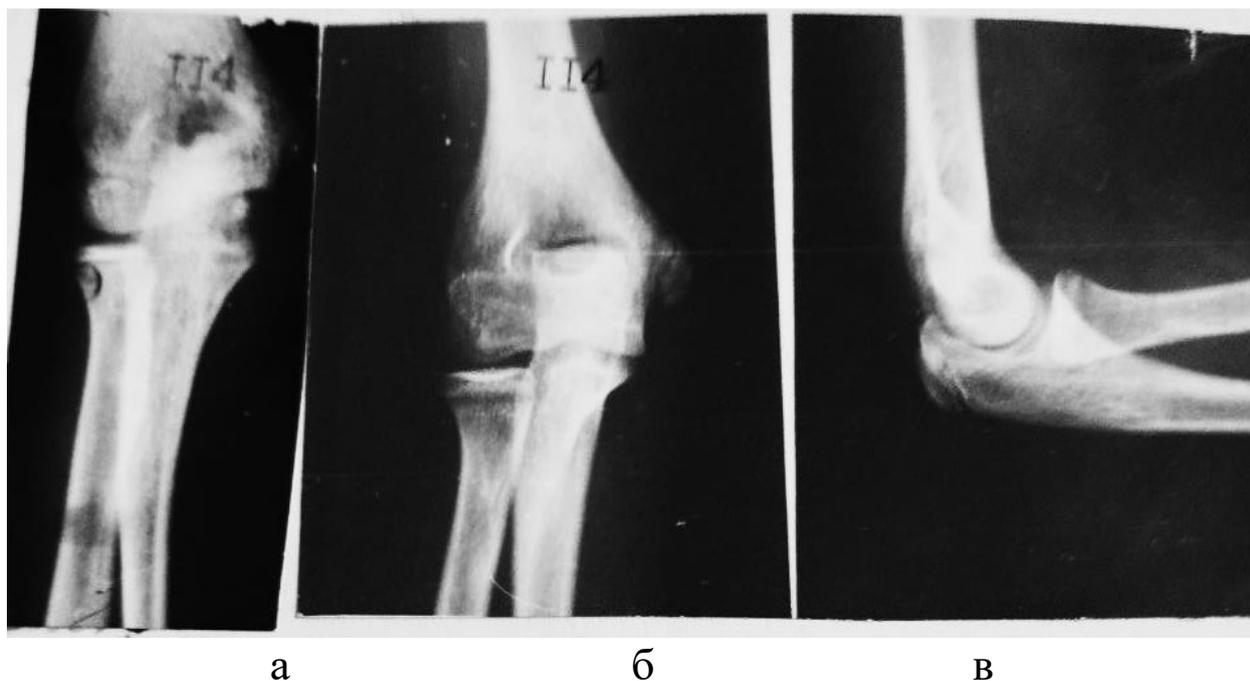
(а,б,в). Девочка Н., 13 лет. Рентгенограммы обеих локтевого сустава через 4 года после травмы;
